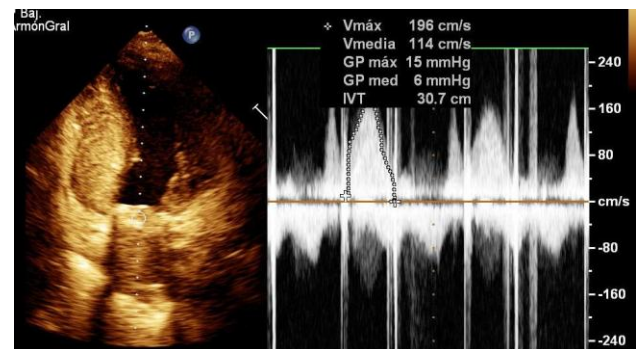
Ecocardiograma transtorácico postoperatorio que muestra prótesis mitral normofuncionante con gradientes pico y medio de 15 y 6 mm de Hg respectivamente.
